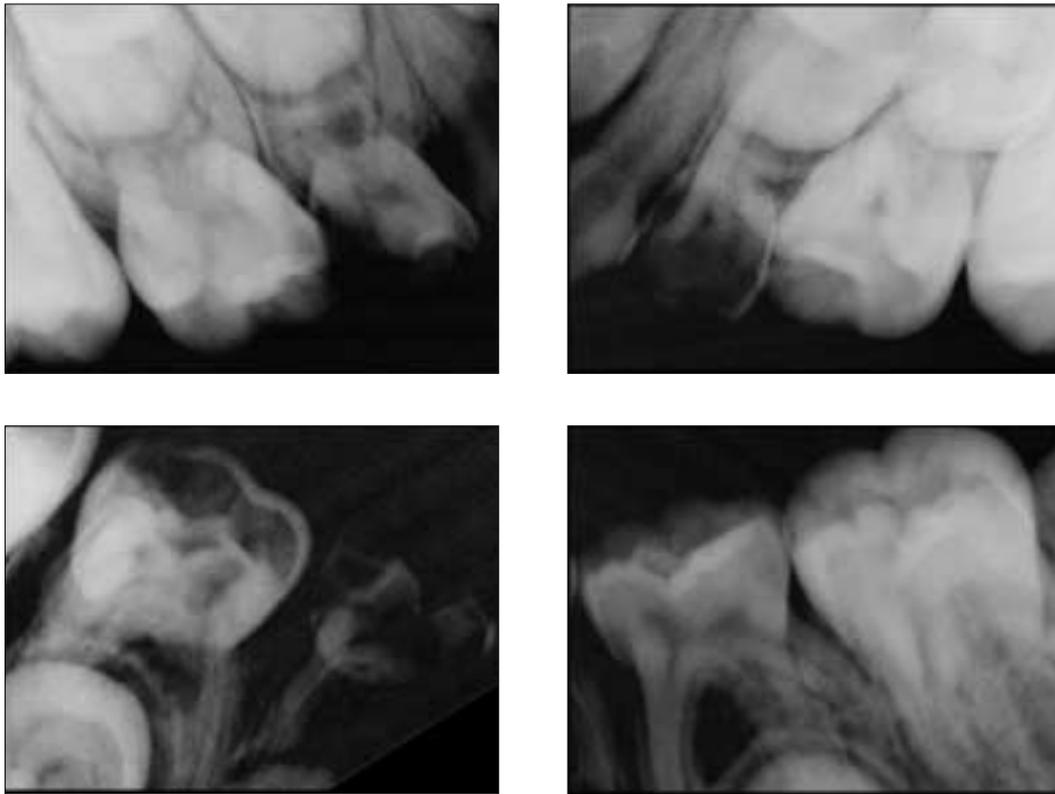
Radiographic views.
